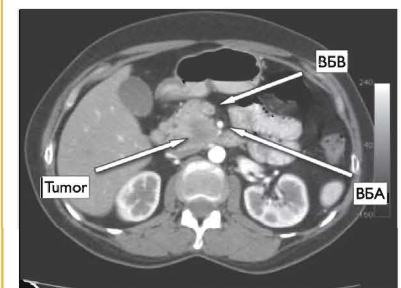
КТ. Опухоль крючковидного отростка ПЖ. ВБВ — верхняя брыжеечная вена, ВБА — верхняя брыжеечная артерия
